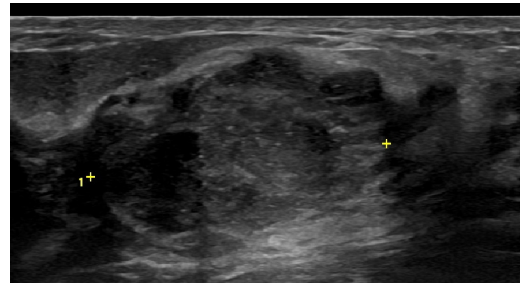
Ultrasonography in a 19-year-old woman. A ultrasonography showed 2.8 cm size lobulating mass with angular margin and multiple echogenic dots in the upper portion (12 o'clock) of the right breast.
